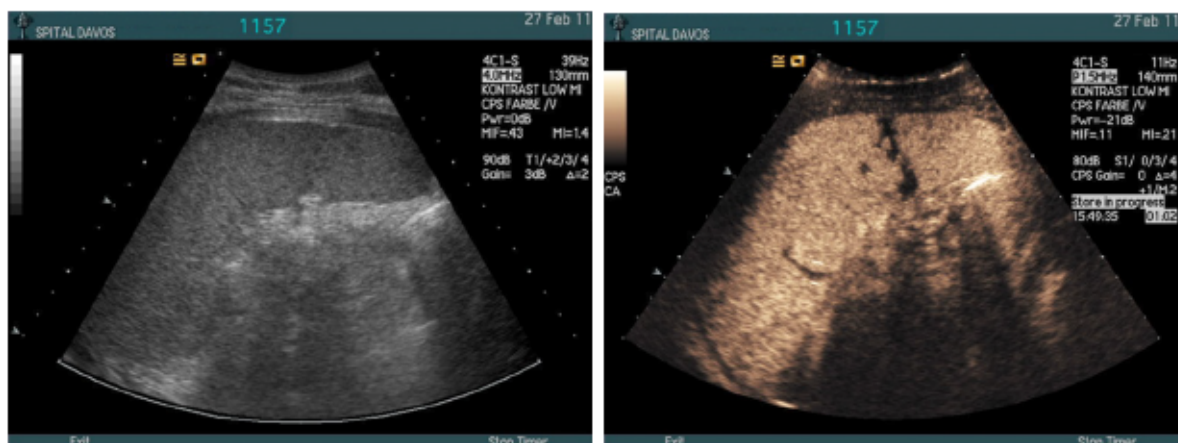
Genauere Darstellung der Kapsel- und Parenchyrruptur im CEUS-Bild (rechts) als in der normalen Sonographie (links). Abb. aus <http://www.healthcare-in-europe.com/en/article/12304.html>
